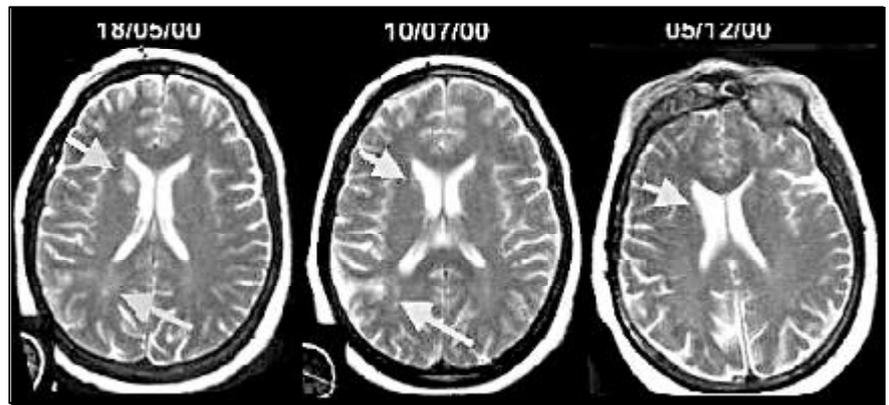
Evolución de la lesión en ganglios basales en tres estudios sucesivos de RM (ver fechas en la parte superior). La imagen, además, muestra la presencia de una lesión temporal derecha.
